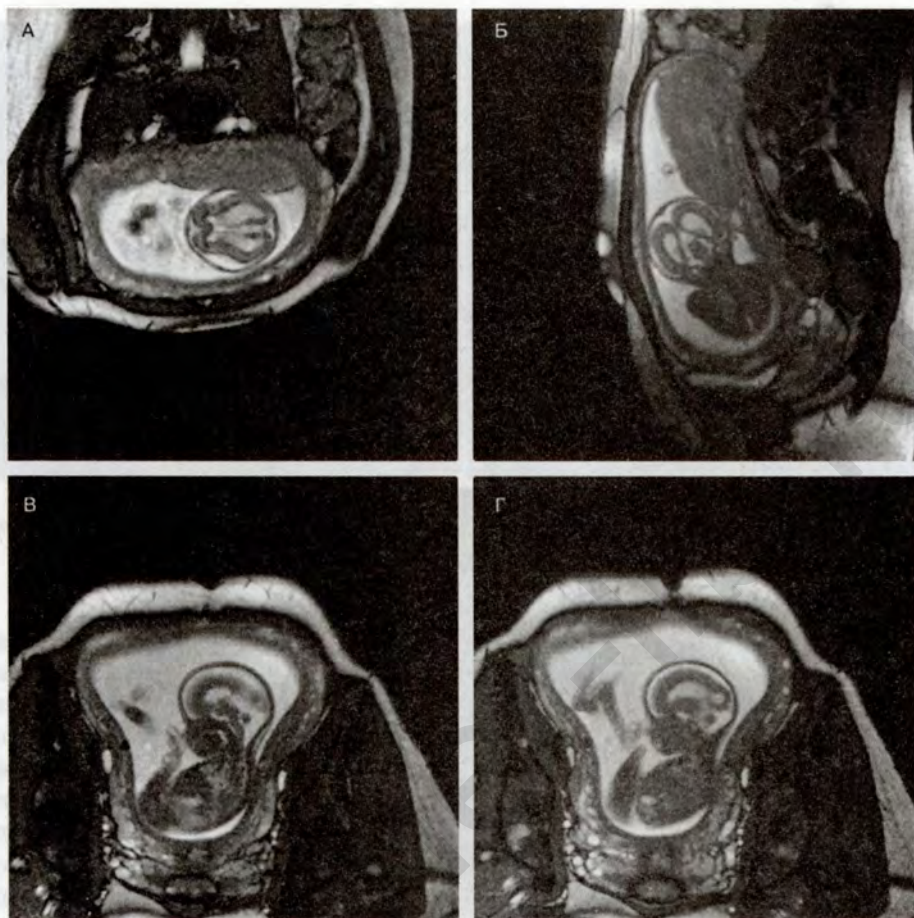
МР-томограммы плода 22 недели гестации
